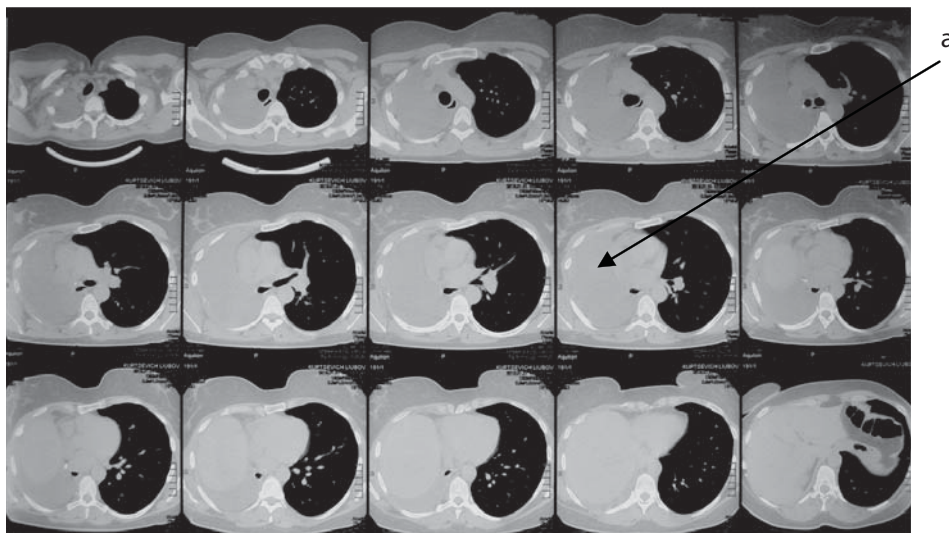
Комп'ютерна томографія органів грудної порожнини, аксіальні зрізи (через 3,5 міс після операції). а — заповнений правий геміторакс.
